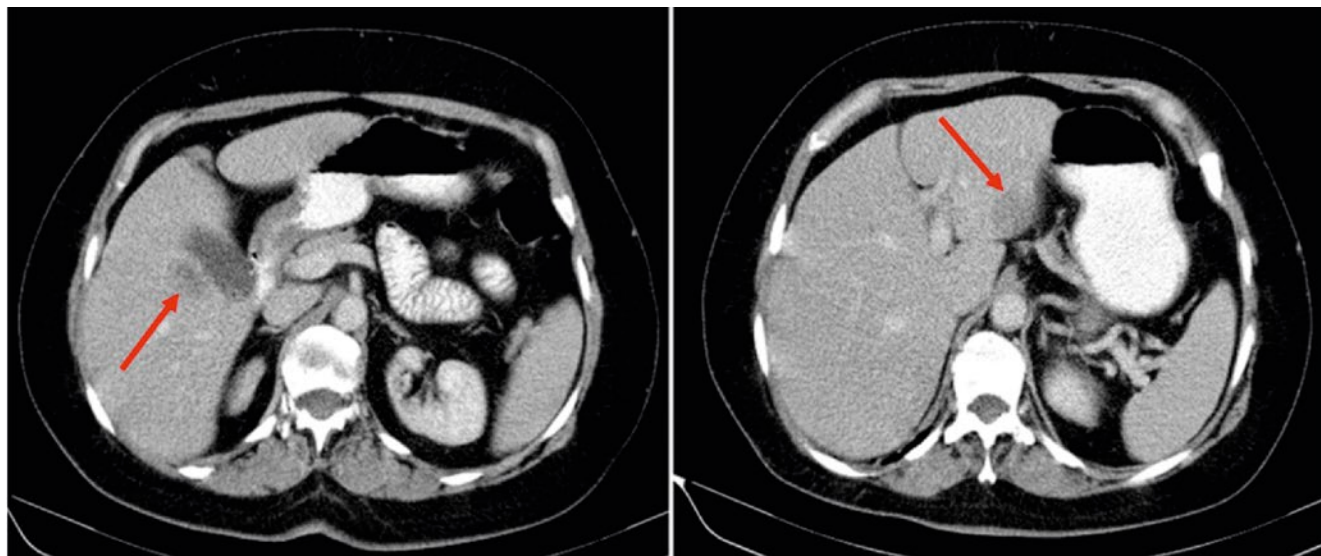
КТ брюшной полости до начала лечения, 10/2019. Метастатический очаг в S5 – $2,7 \times 1,9$ см, очаг в S3 – $3,6 \times 2,2$ см.
